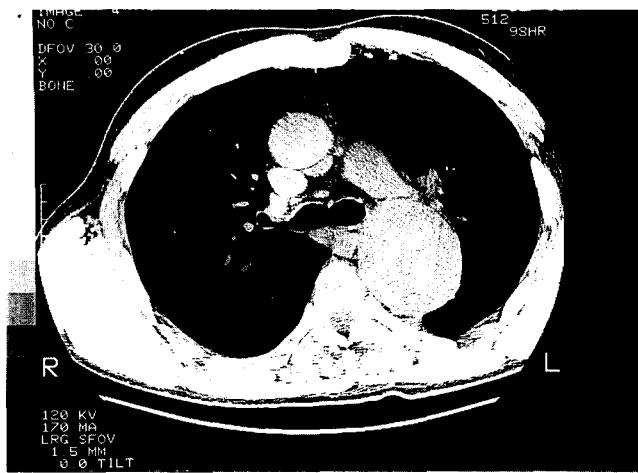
Preoperative chest CT showing descending thoracic aorta aneurysm
